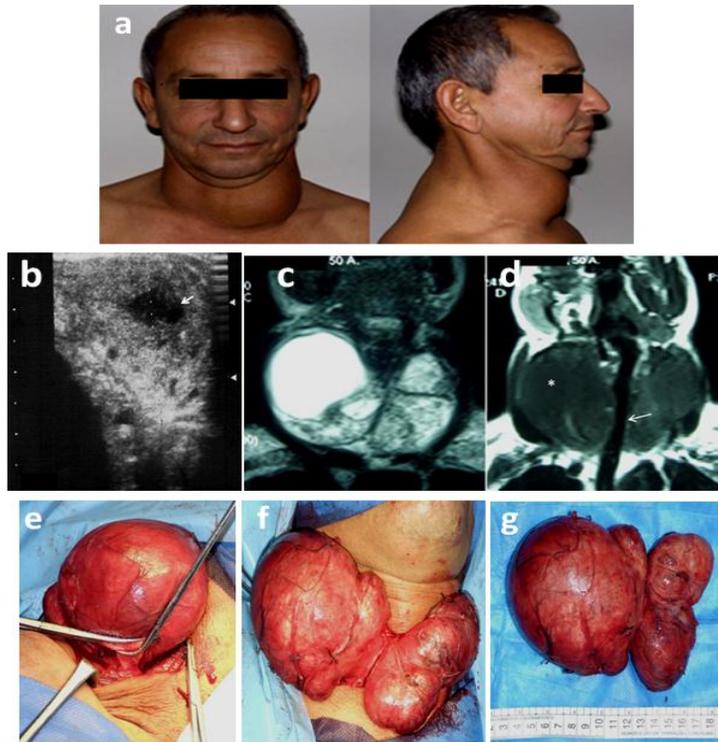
1a. Corresponde a fotografías pre-operatorias del paciente. 1b. Ultrasonido tiroideo evidencia lesión tumoral de contenido quístico. 1c y 1d. Corresponde a la Resonancia Magnética Cervical, que evidencia lesión que desplaza la tráquea con leve disminución de su luz. 1e-g Muestran fotografía intraoperatoria, ligadura del pedículo vascular inferior (1e), extracción de la glándula (1f) y pieza operatoria (1g).
